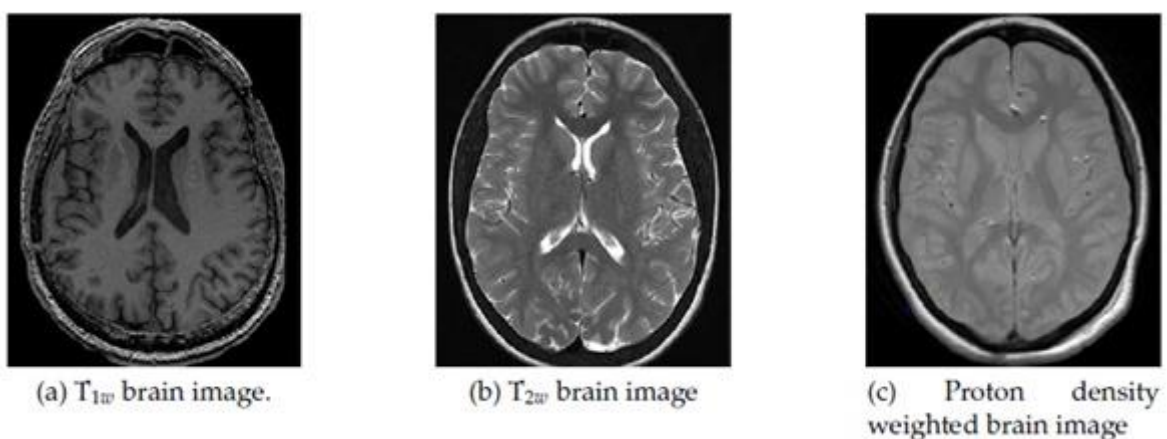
T_{1w} , T_{2w} et pondérée par la densité de protons. Chaque image IRM possède son contraste différent, par exemple le contraste de la matière grise de l'image T_{1w} est inversé dans l'image T_{2w} .
